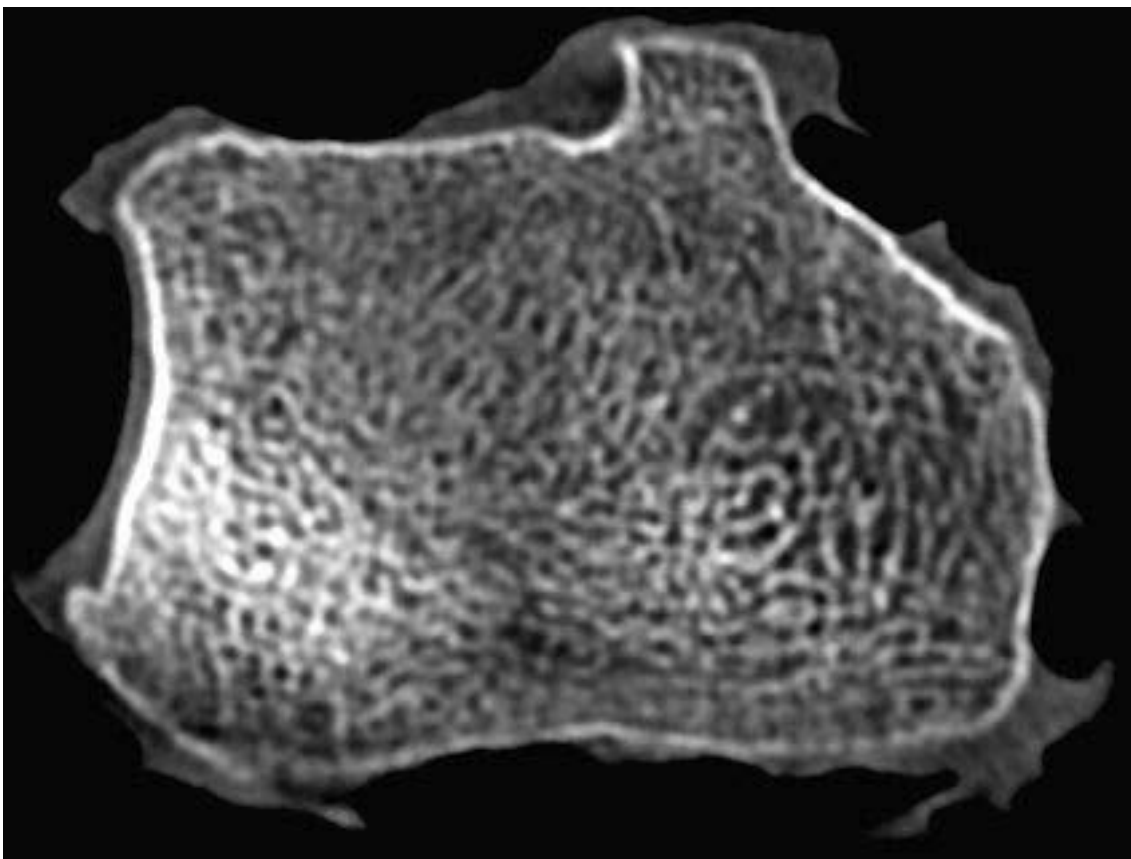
MS-CT Bild eines Radiusknochens (Schichtdicke 1 mm)
